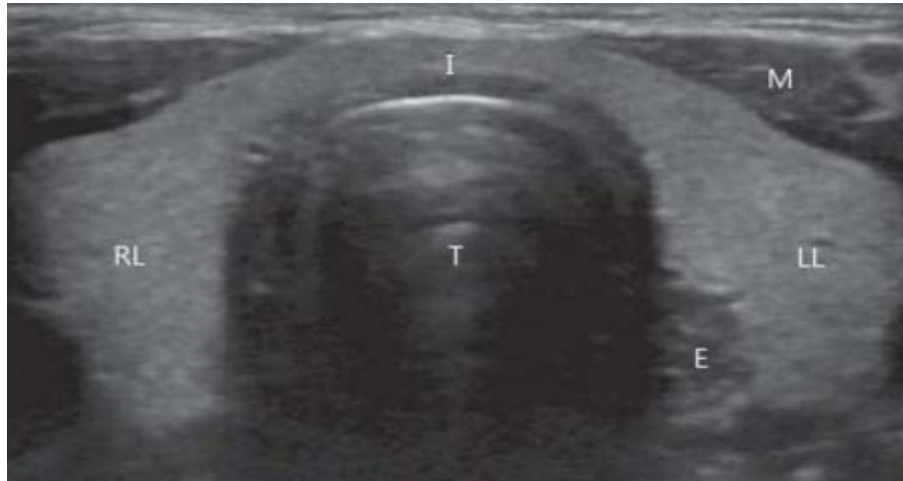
aspect échographique normal du parenchyme thyroïdien [28]
